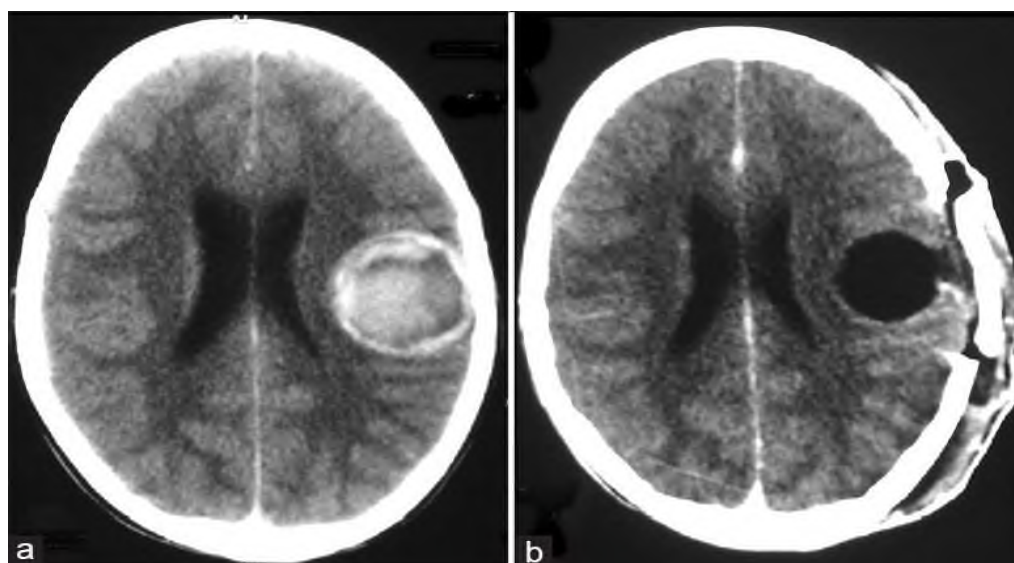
КТ головного мозга до и после удаления эхинококковой кисты
